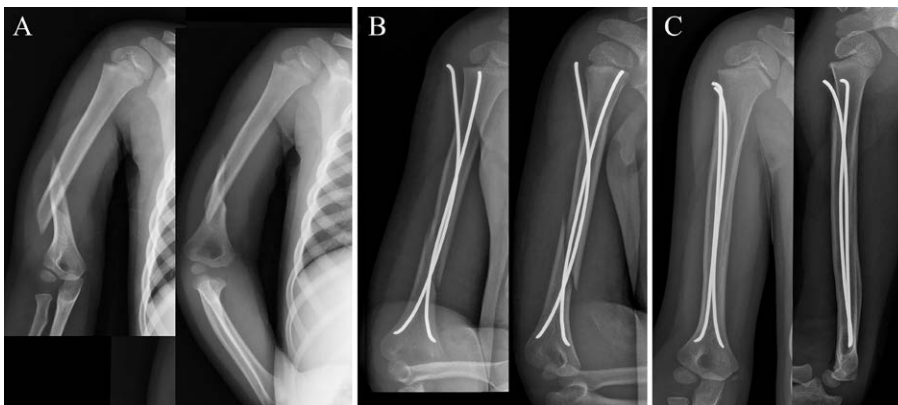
Frattura diafisaria di omero scomposta (A) trattata con chiodi elastici (B); Il controllo radiografico a nove mesi evidenzia l'avvenuta consolidazione (C).
